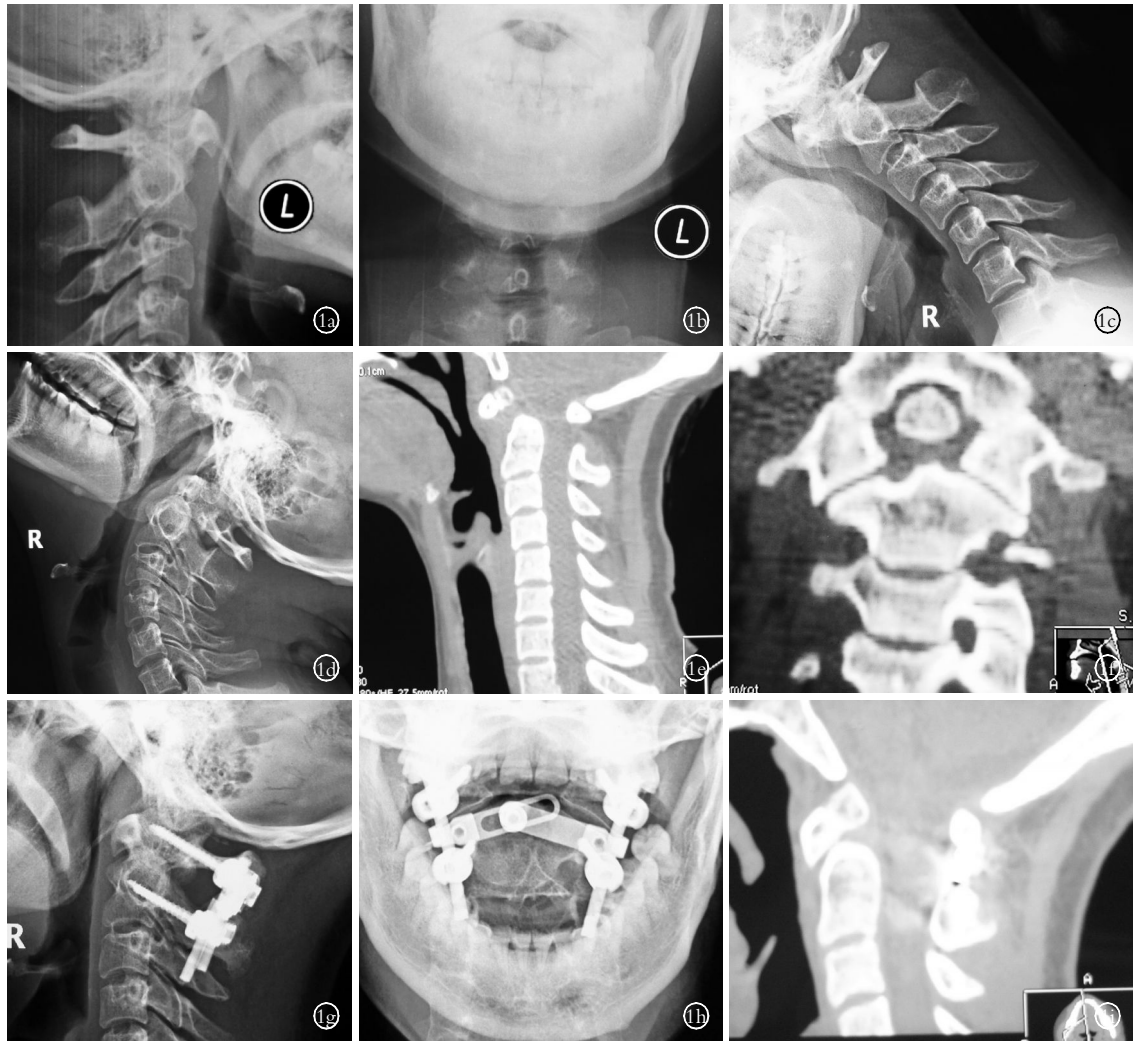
患者,女,45 岁,游离齿状突并寰枢椎失稳 1a. 术前颈椎侧位片 1b. 术前颈椎侧位片 1c. 术前颈椎过屈侧位片 1d. 术前颈椎过伸侧位片 1e. 术前三维重建侧位片 1f. 术前三维重建正位片 1g. 术后颈椎侧位片 1h. 术后颈椎正位片 1i. 术后 6 个月颈椎 CT 三维重建侧位片见植骨融合
